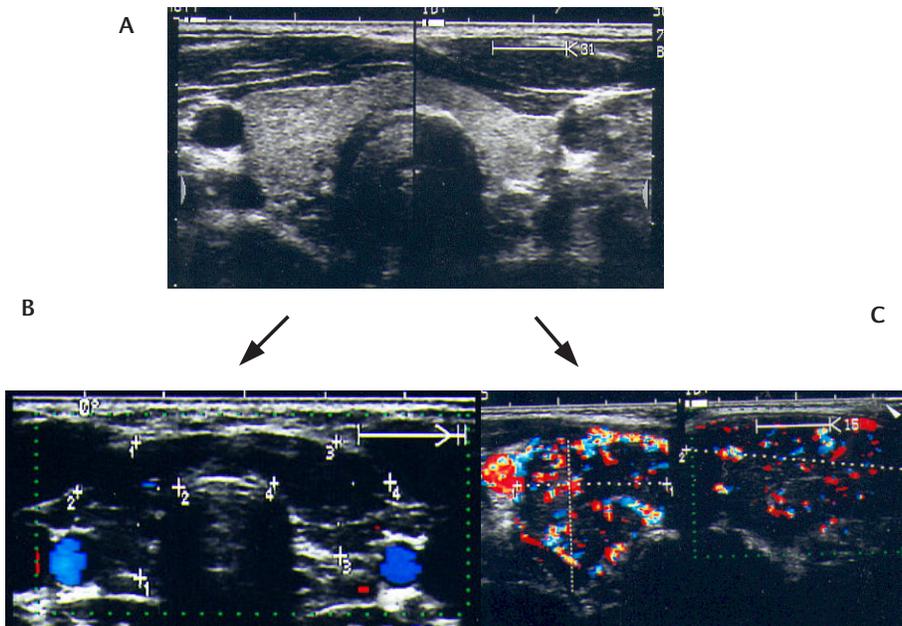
Sonographisches Bild einer normalen Schilddrüse mit homogenem, echonormalem Schilddrüsenparenchym (A). Im Gegensatz hierzu findet sich typischerweise bei einer Autoimmunthyreoiditis von Hashimoto-Typ eine diffuse Echoarmut. Die atrophische Verlaufsform (B) ist weiterhin gekennzeichnet durch eine Verkleinerung der Gesamt-Schilddrüsengröße (hier 5 ml). Bei der Immunhyperthyreose (Morbus Basedow) findet sich neben der diffusen Echoarmut und dem häufig vergrößerten Schilddrüsenvolumen ein erhöhter Blutfluss (*thyroid storm*), der mittels einer Duplex-Sonographie zur Darstellung gebracht werden kann.
